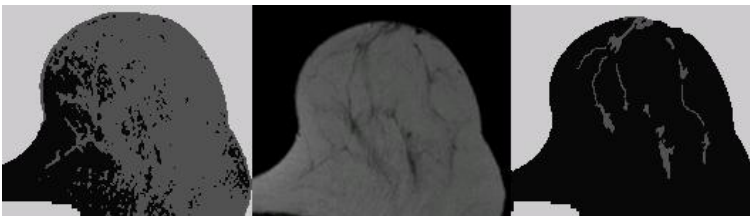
Resultado sin segmentación previa (izquierda), corte de RM original (centro) y resultado con segmentación previa (derecha).*
